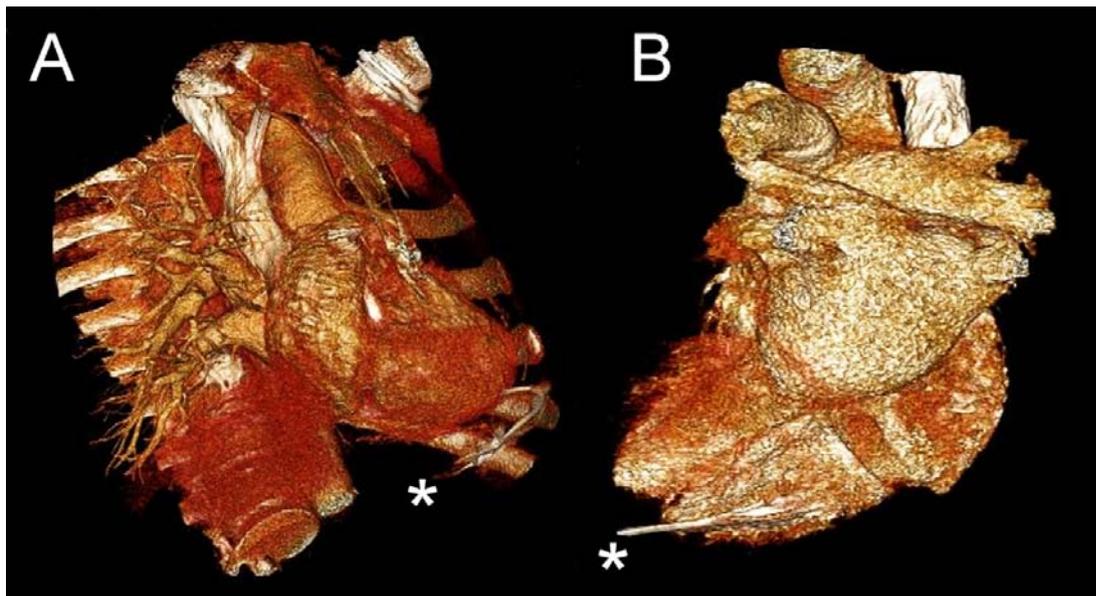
Tomografia computadorizada do tórax (técnica de renderização de volume), demonstrando reconstrução da perfuração do cabo-eletrodo ventricular direito (A e B). A ponta do cabo-eletrodo aparece marcada por um asterisco (*).
